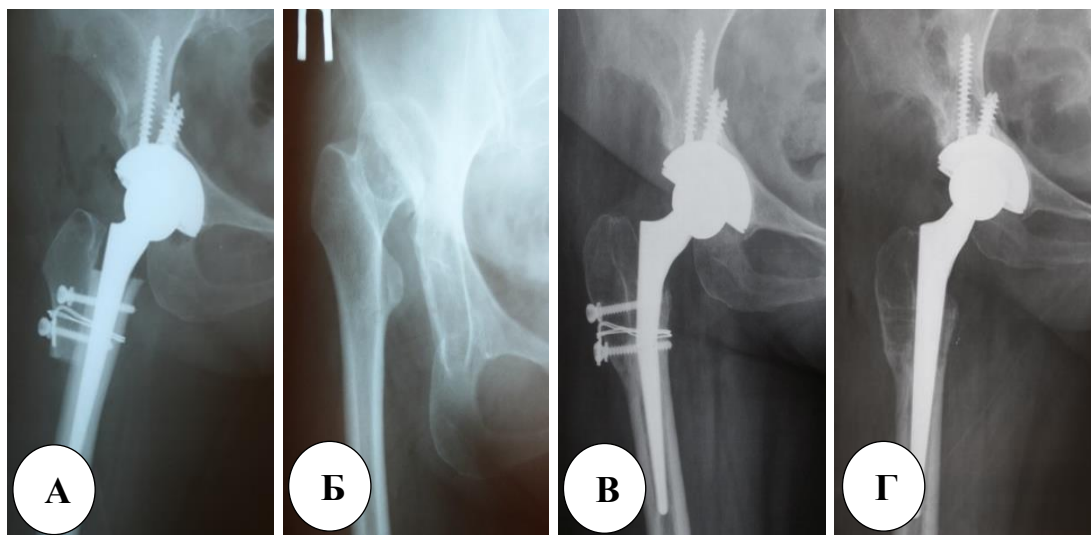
Клинический пример повреждения ножки эндопротеза после фиксации фрагмента БВ двумя винтами и серкляжом в ходе ТЭП ТБС по методике Т. Раавилайнен. Рентгенограммы правого тазобедренного сустава в прямой проекции: А – до операции; Б – после операции; В – спустя 6 месяцев со дня операции; Г – после ревизионного вмешательства с заменой ножки эндопротеза и удалением фиксаторов из области большого вертела
